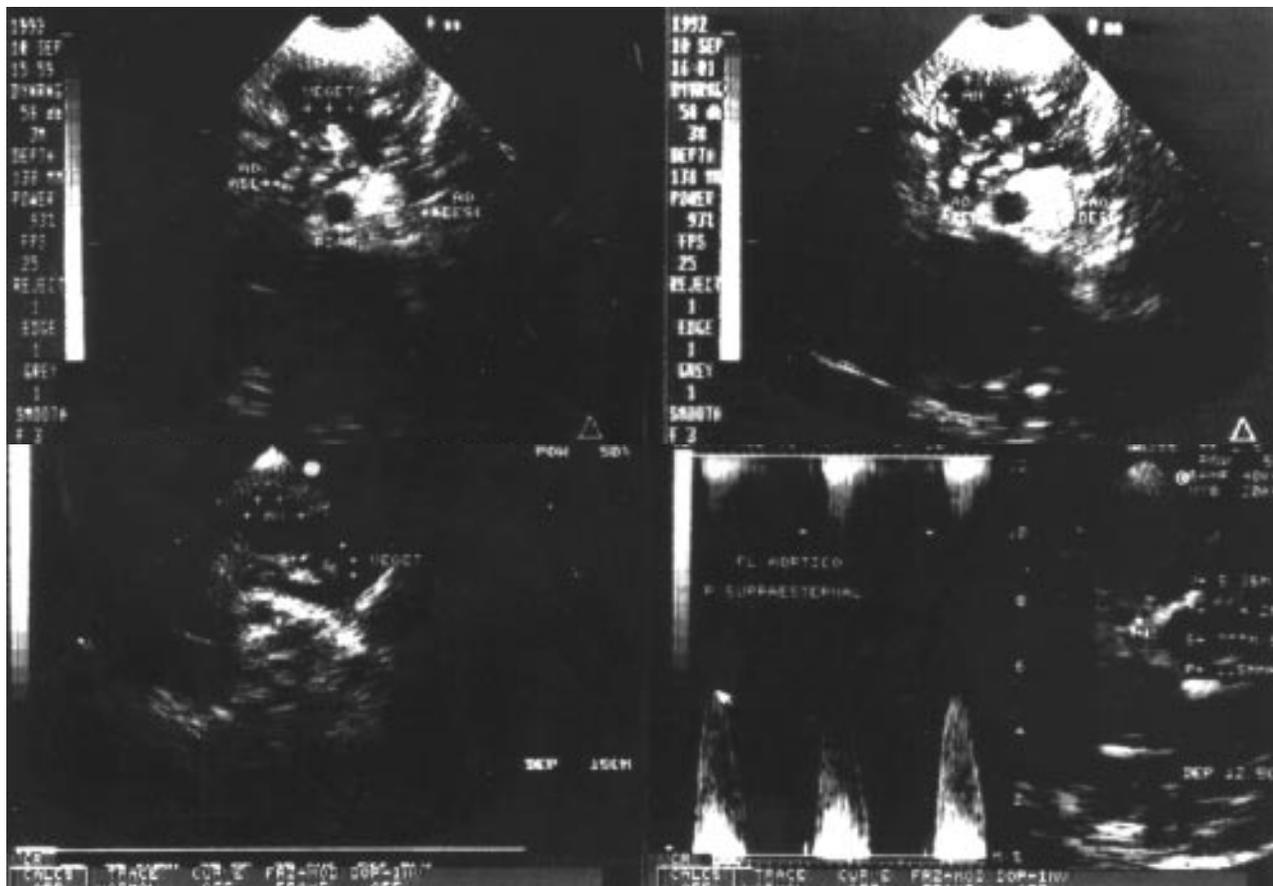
Ecodoppler evidenciando a presença de múltiplas massas na aorta ascendente (fotos superiores), um grande aneurisma nessa região (foto inferior à esquerda) e um significativo gradiente (acima de 100mmHg) na região supraavalvar (foto inferior à direita).
